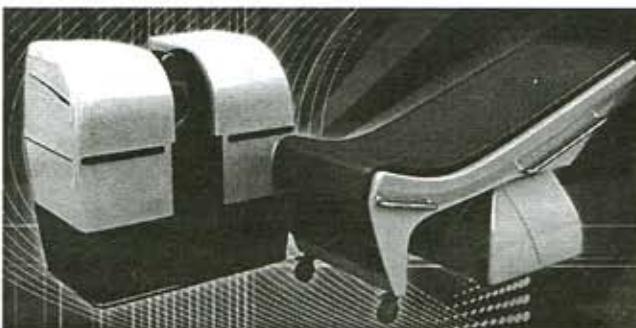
Томограф магнитно-резонансный на постоянном магните для исследования конечностей «РЕНЕКС»
